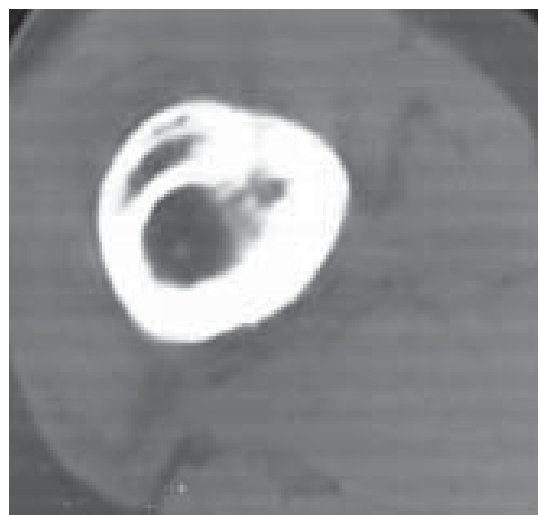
Secțiune axială CT femur. Sechestrul. Zone de osteoliză. Reacție periostală.
